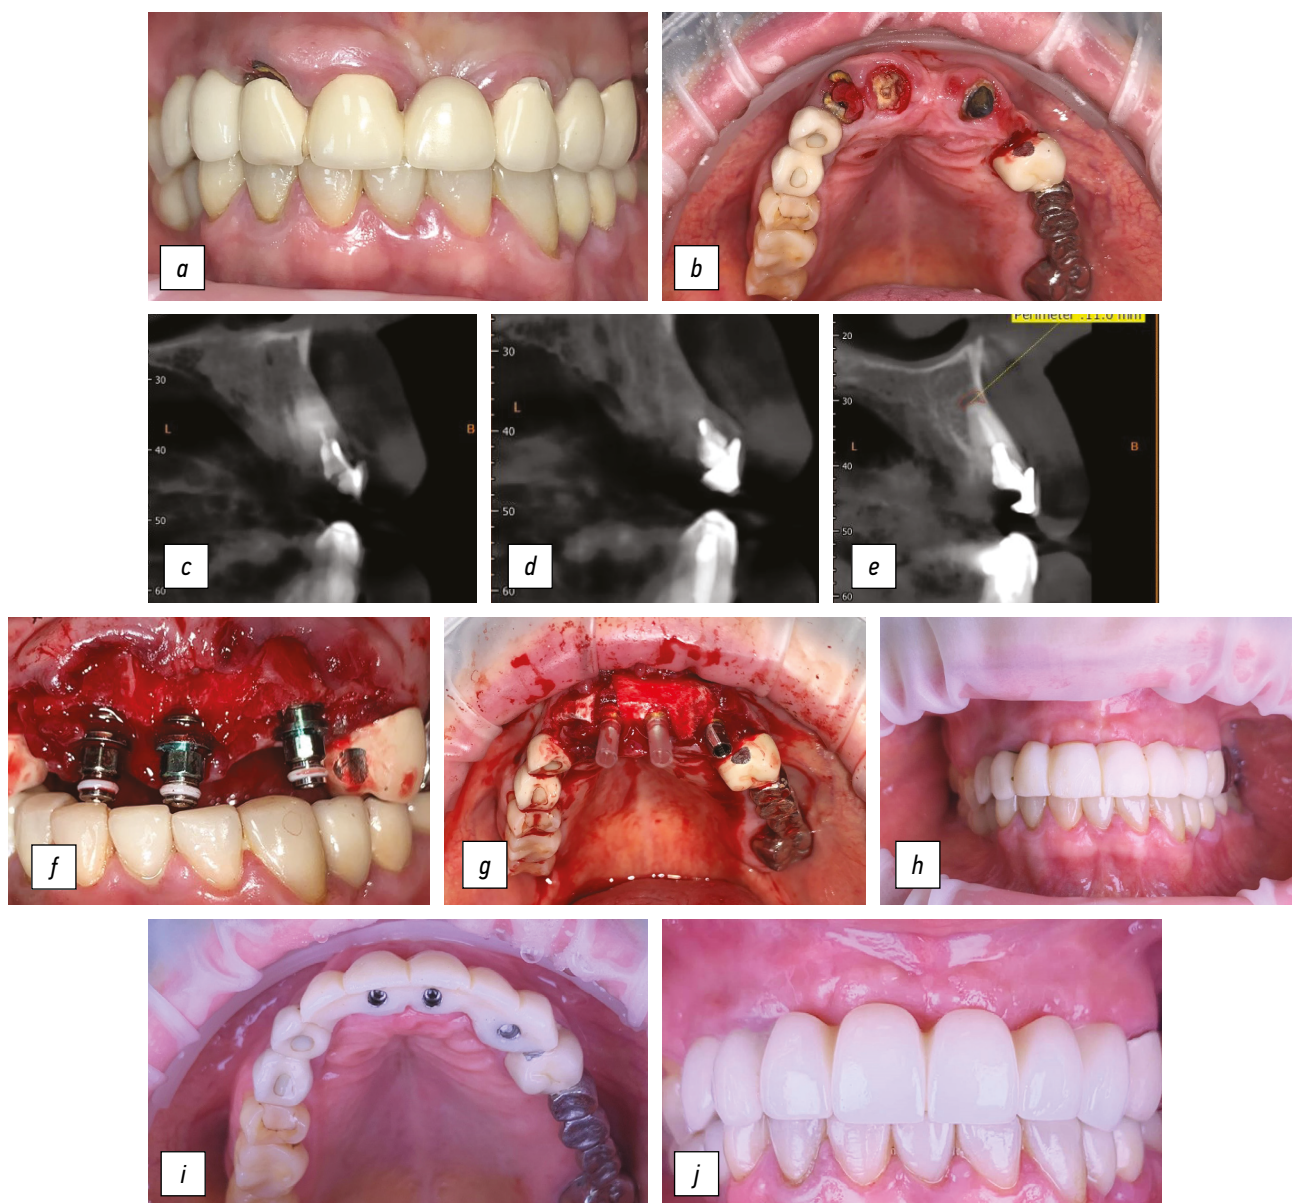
Этапы стоматологической реабилитации пациентки Ж., 56 лет: *a, b* — исходная клиническая картина; *c, d, e* — срезы компьютерной томограммы фронтальной группы зубов на верхней челюсти; *f, g* — этапы хирургического лечения; *h, i* — установка временной ортопедической конструкции с немедленной нагрузкой; *j* — фиксация постоянных коронок из диоксида циркония.
